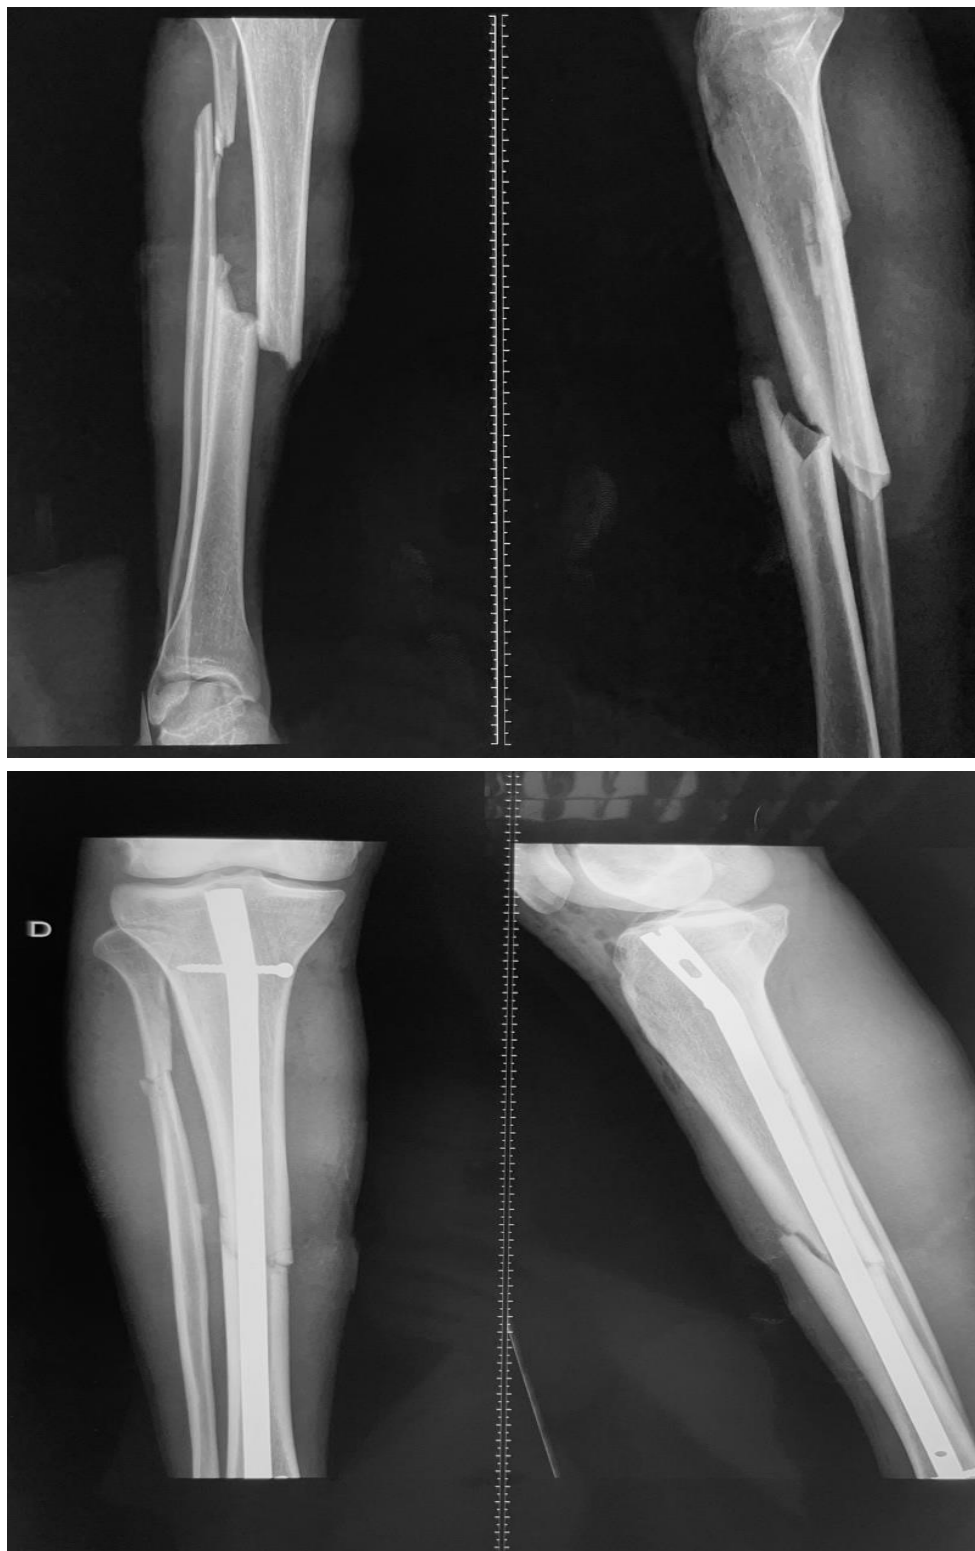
Patient de 30 ans présentant une fracture ouverte de jambe de type II selon Gustilo et Anderson : radiographies préopératoires et postopératoires immédiates (J0) de la jambe.
